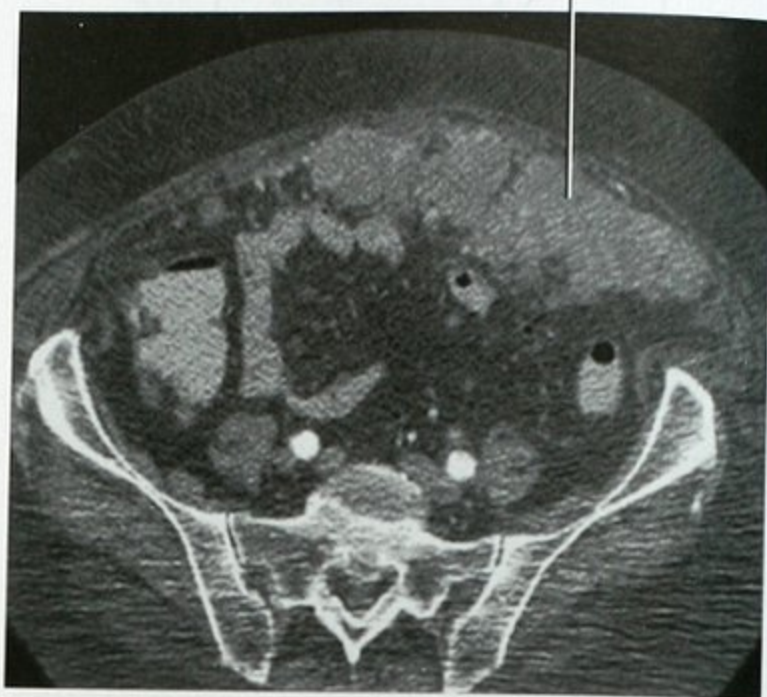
盆腔增强 CT 横断面显示卵巢癌大网膜转移
